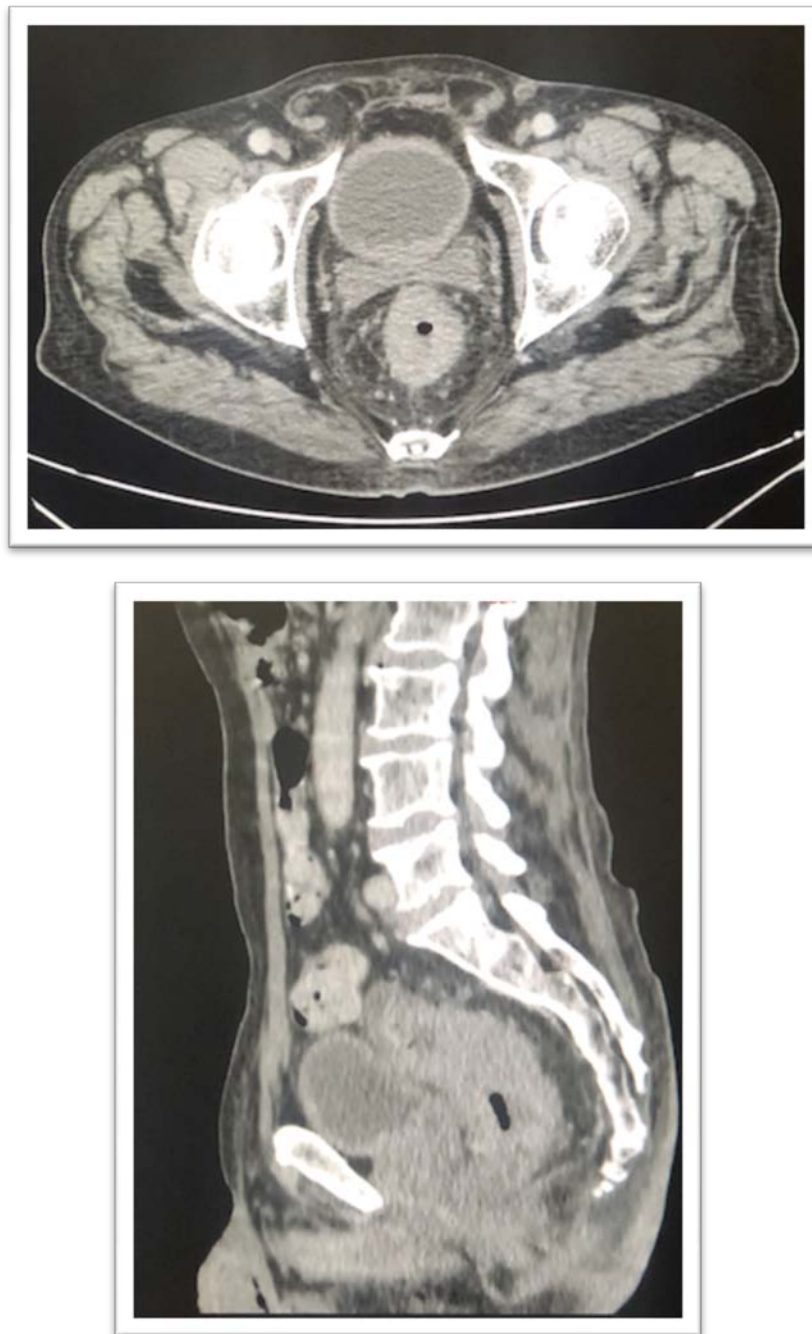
TDM en coupes axiales avec reconstruction sagittale :
